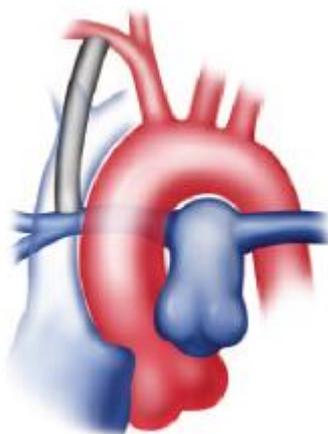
Illustrazione dello shunt BT modificato [3]
